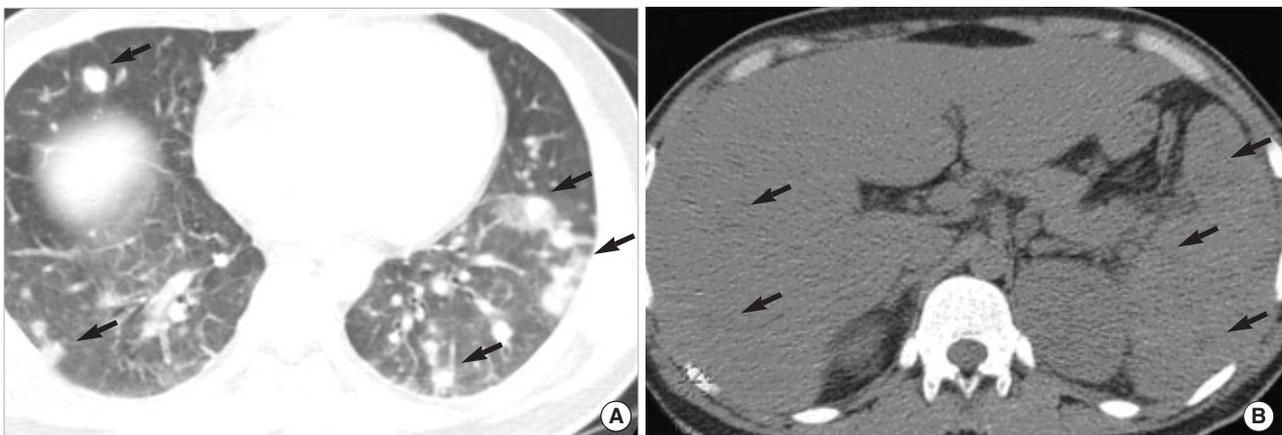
Chest CT scan (A) showing bilateral multiple nodules, and abdomen CT scans (B) showing multiple low density lesions in the liver and spleen (arrows).
